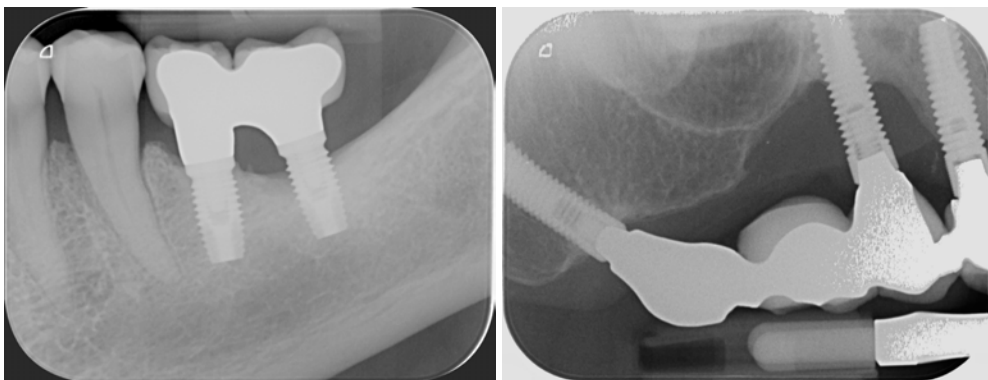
Radiografía periapical del 2019 que muestra dos implantes colocados en el año 2008, uno presenta pérdida ósea y el otro no.
